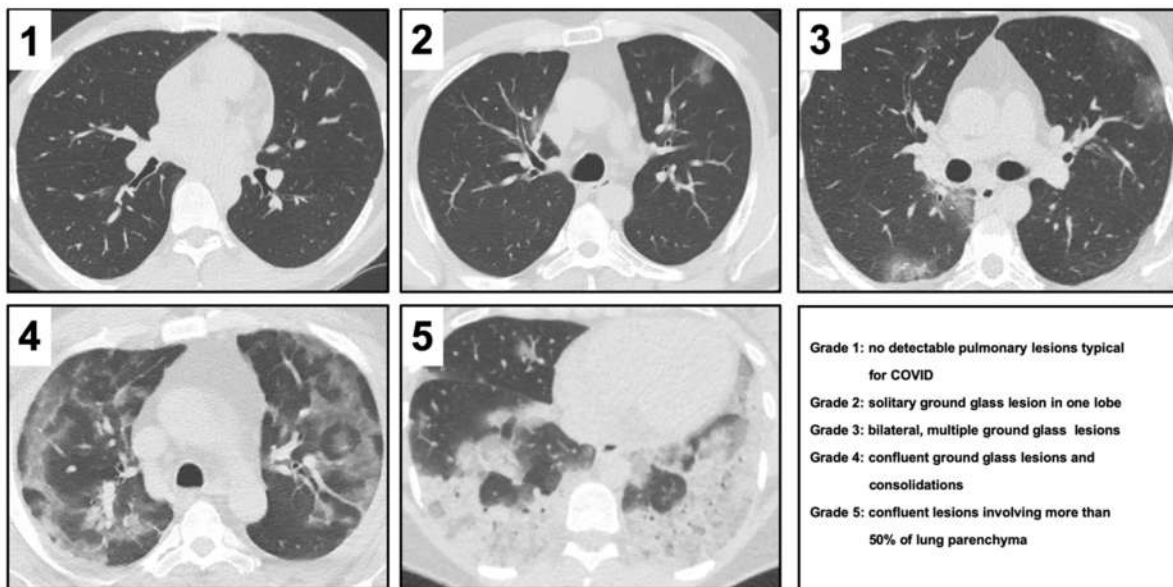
Images exemplifying the five radiological severity scores in computed tomography images alongside their descriptions (5).
